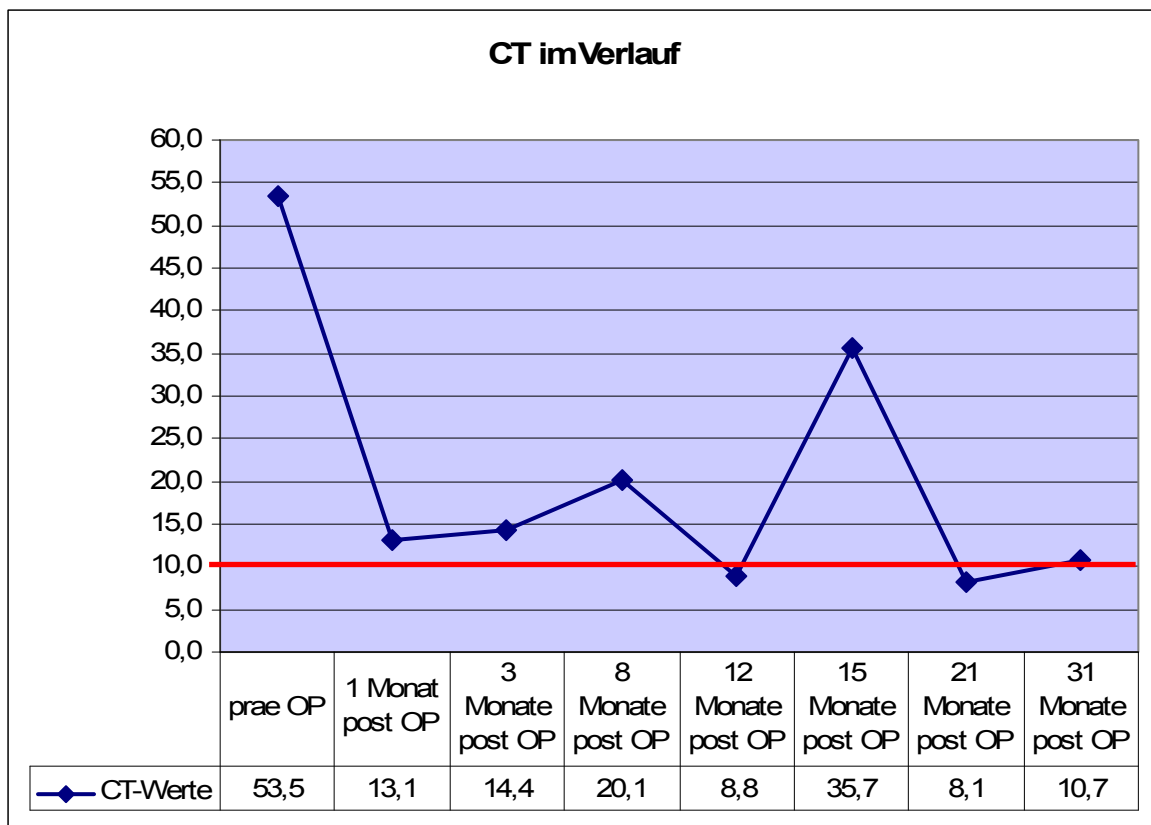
CT-Werte von MTC-Patient 4
